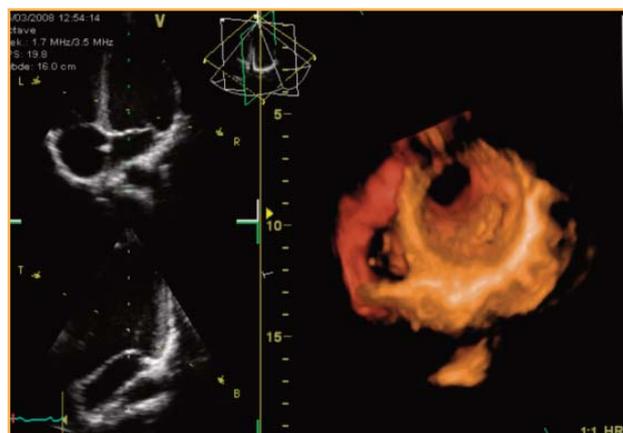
Ecocardiograma transtorácico 2D a la izquierda, en blanco y negro. Reconstrucción 3D a la derecha del cuadro.
